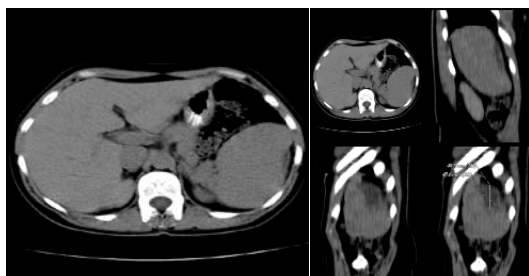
КТ при гематоме селезёнки IV стадии
